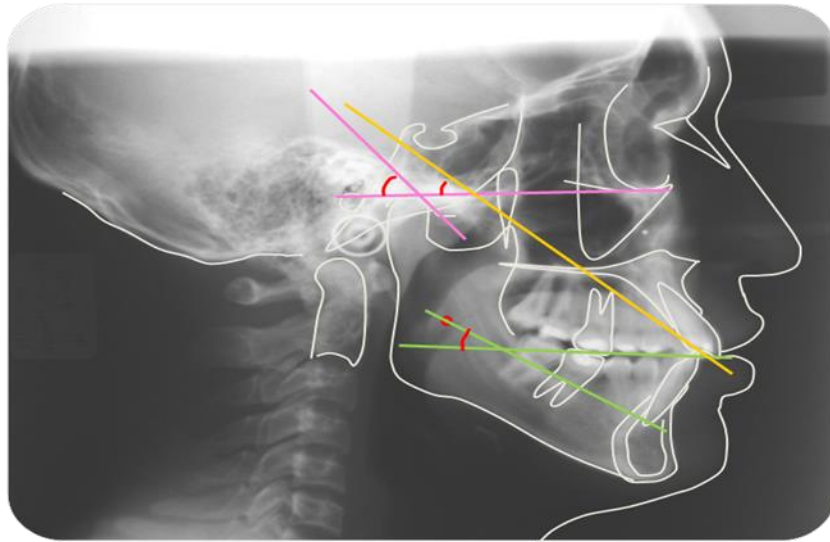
Medición en Radiografía de Perfil del ángulo de la eminencia, la guía anterior y el plano oclusal.
